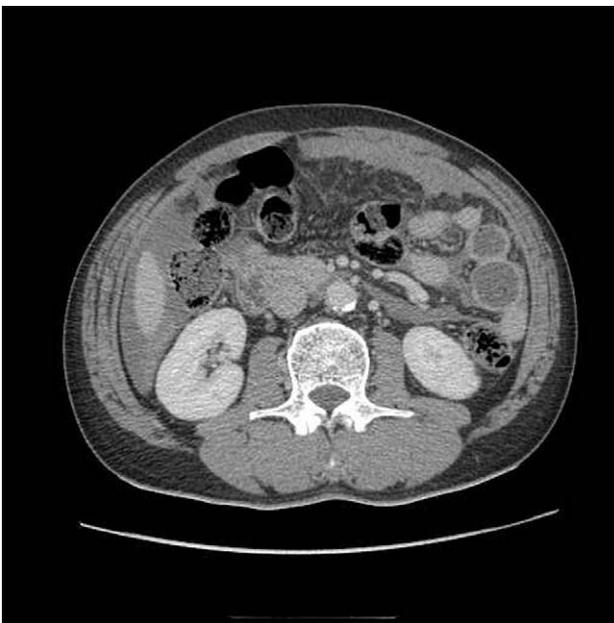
Intraperitoneal fluid collection on CT finding.
